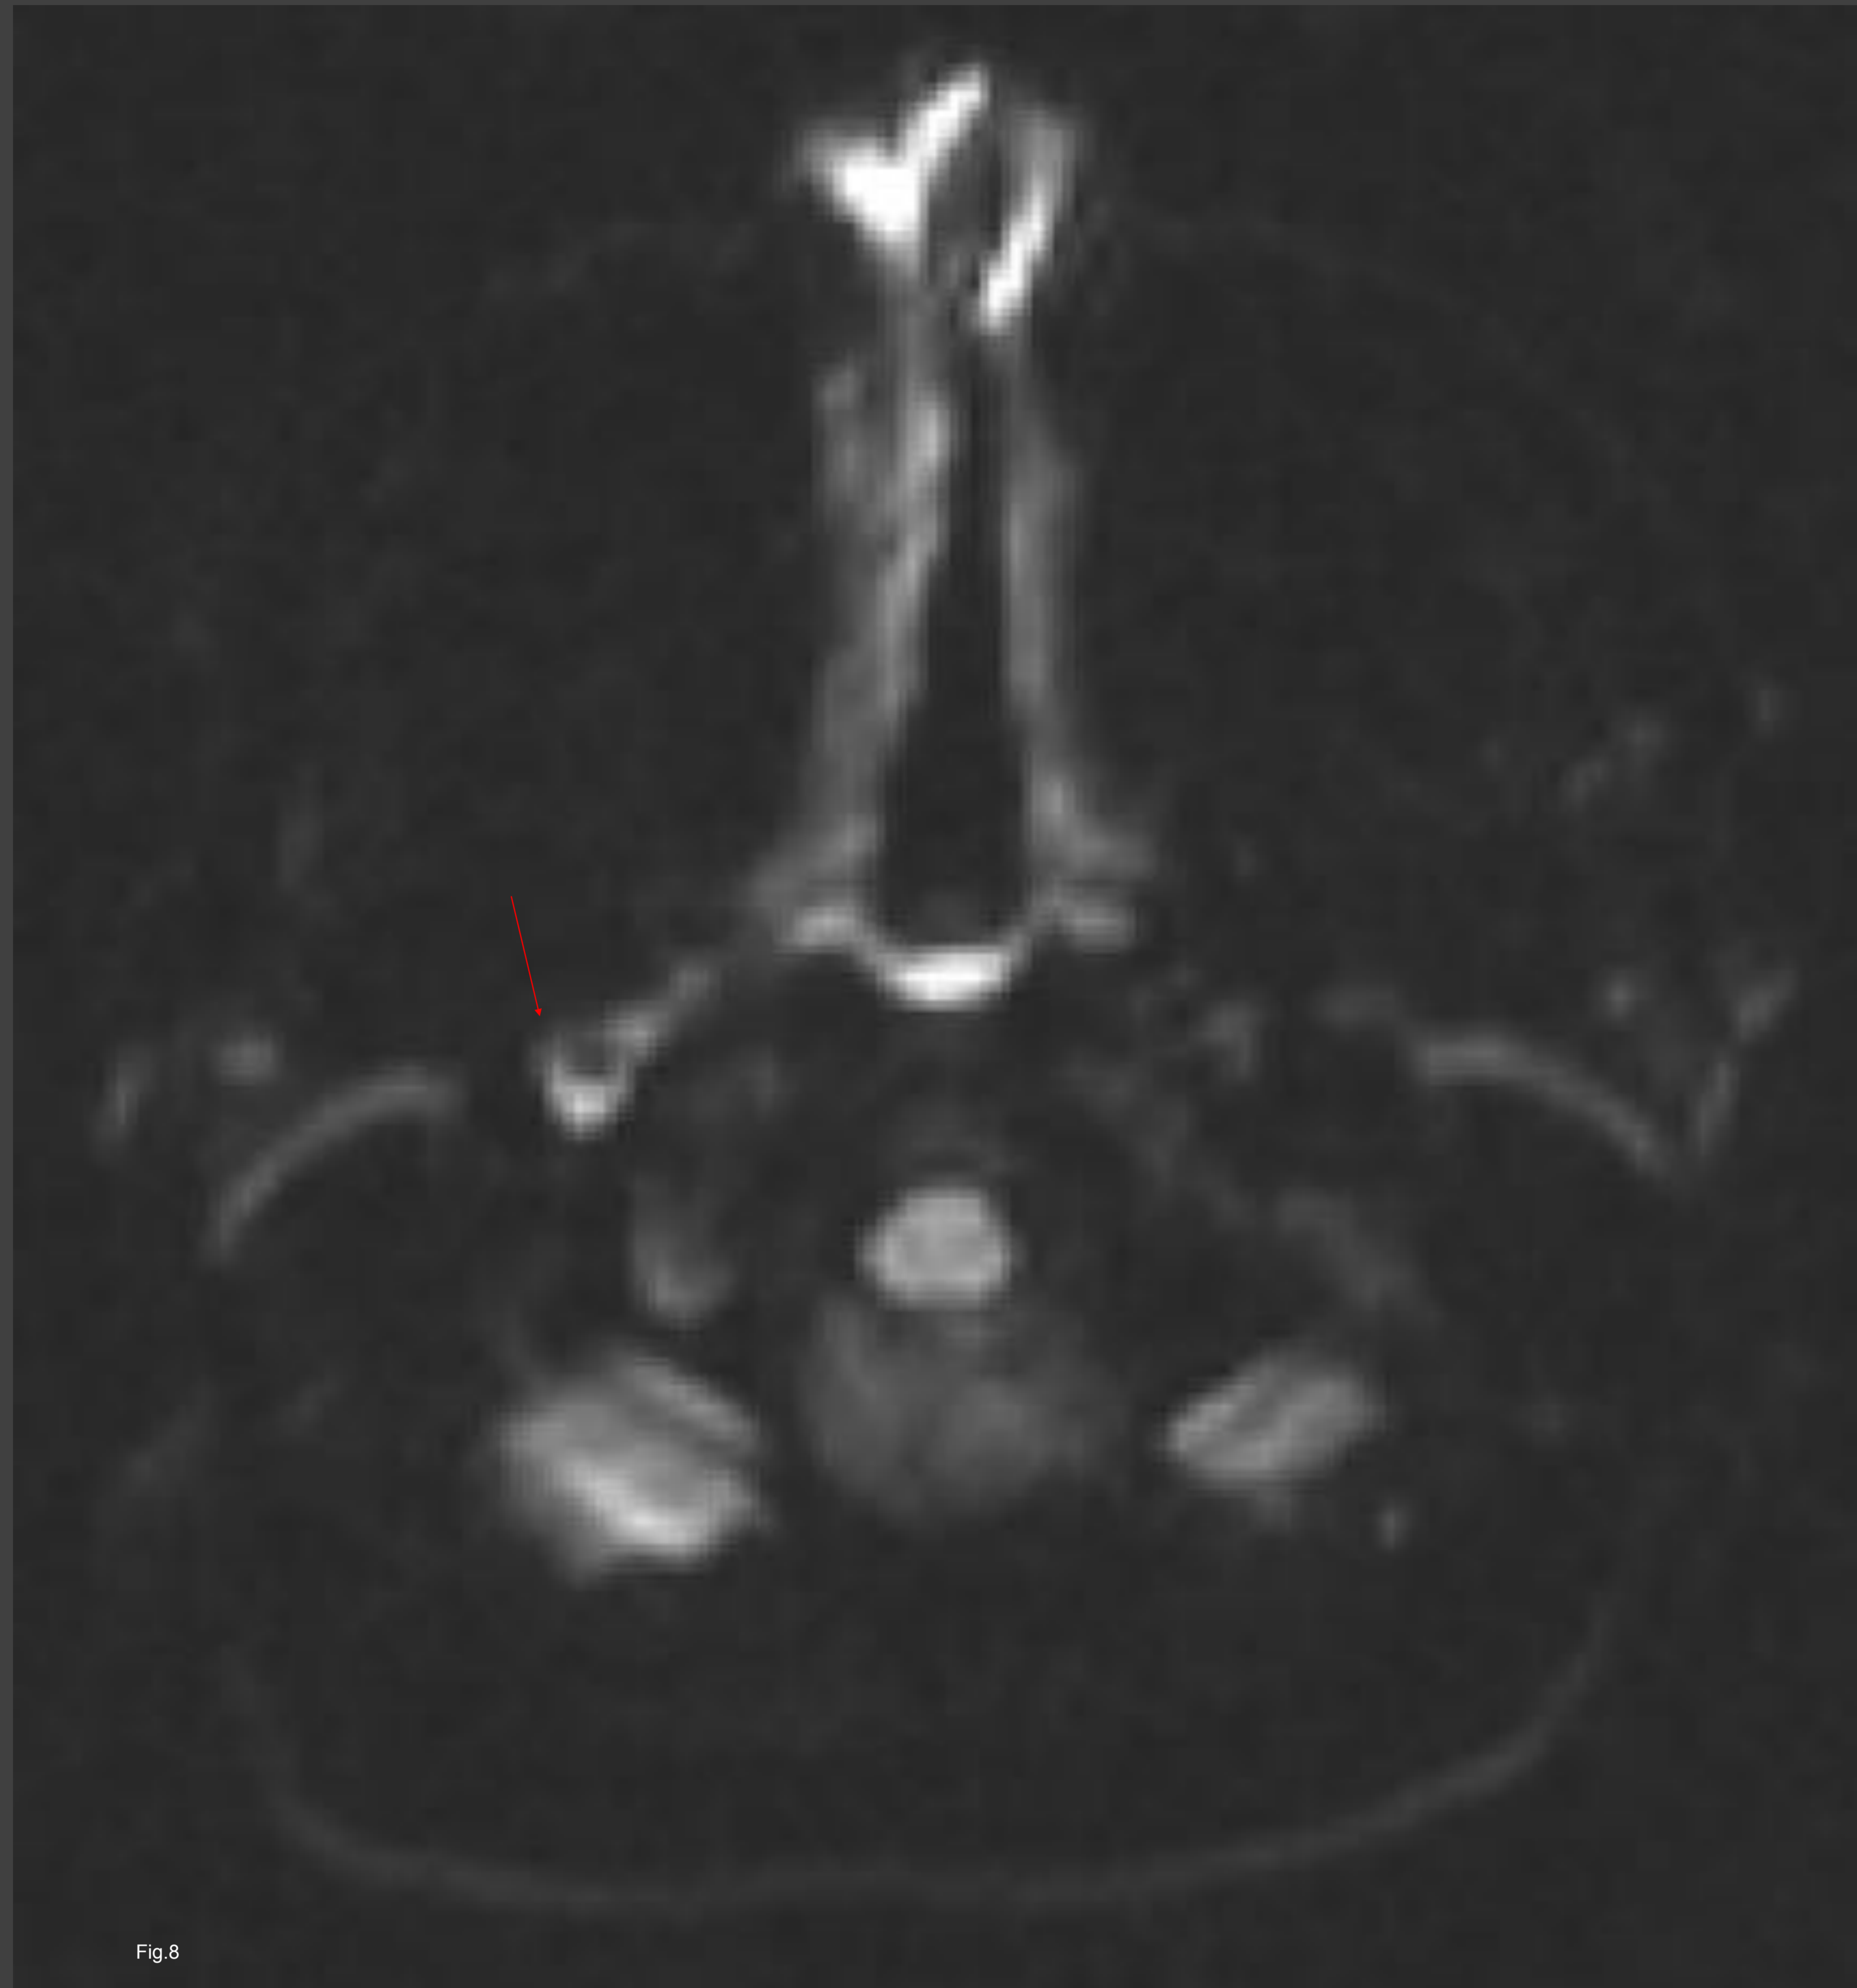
RM cervical con secuencias de difusión axial: hiperintensidad de hematoma subagudo en ACI derecha (flecha roja).
